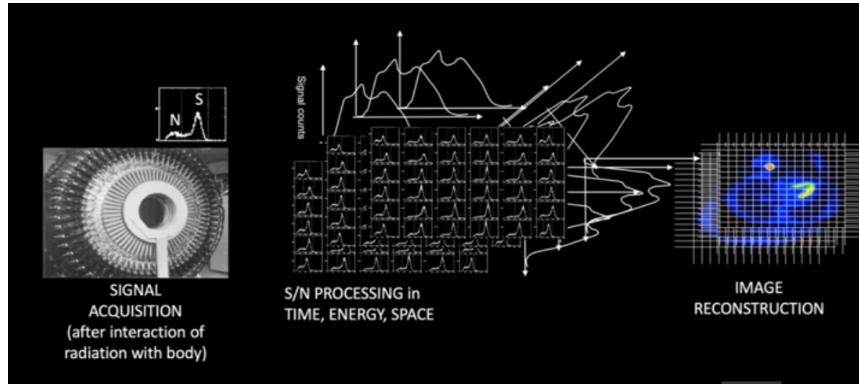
Acquisizione e ricostruzione dell'immagine nella tomografia
